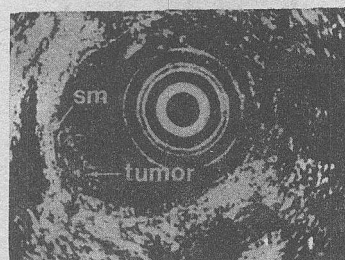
局限于粘膜层及粘膜下层的十二指肠腔内超声像，肿块部位肌层、浆膜层线状回声连续性完整，正常部位肠壁与层结构显示清楚
